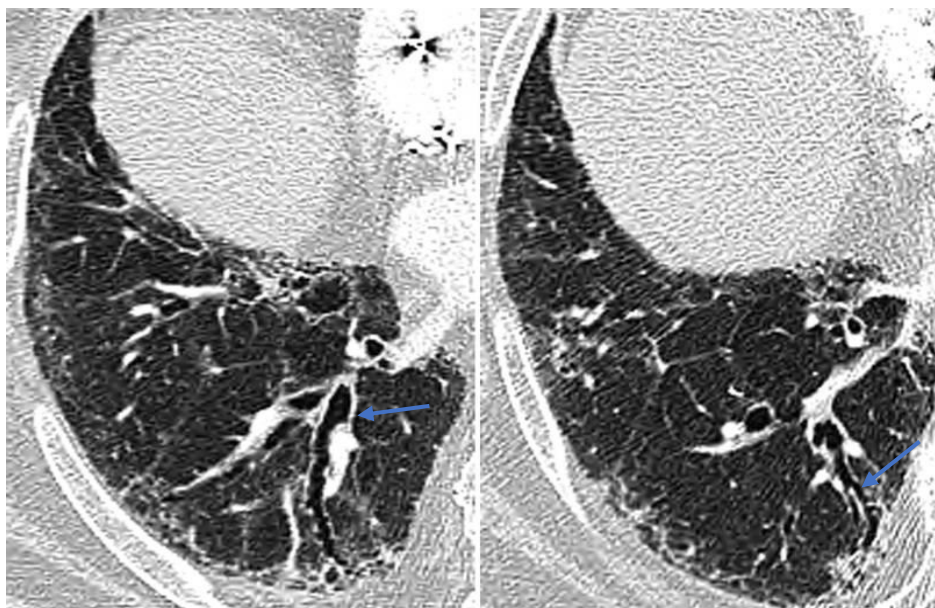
TDM en coupe axiale montre des bronchectasies de traction (flèche bleue) dans un contexte de fibrose.
